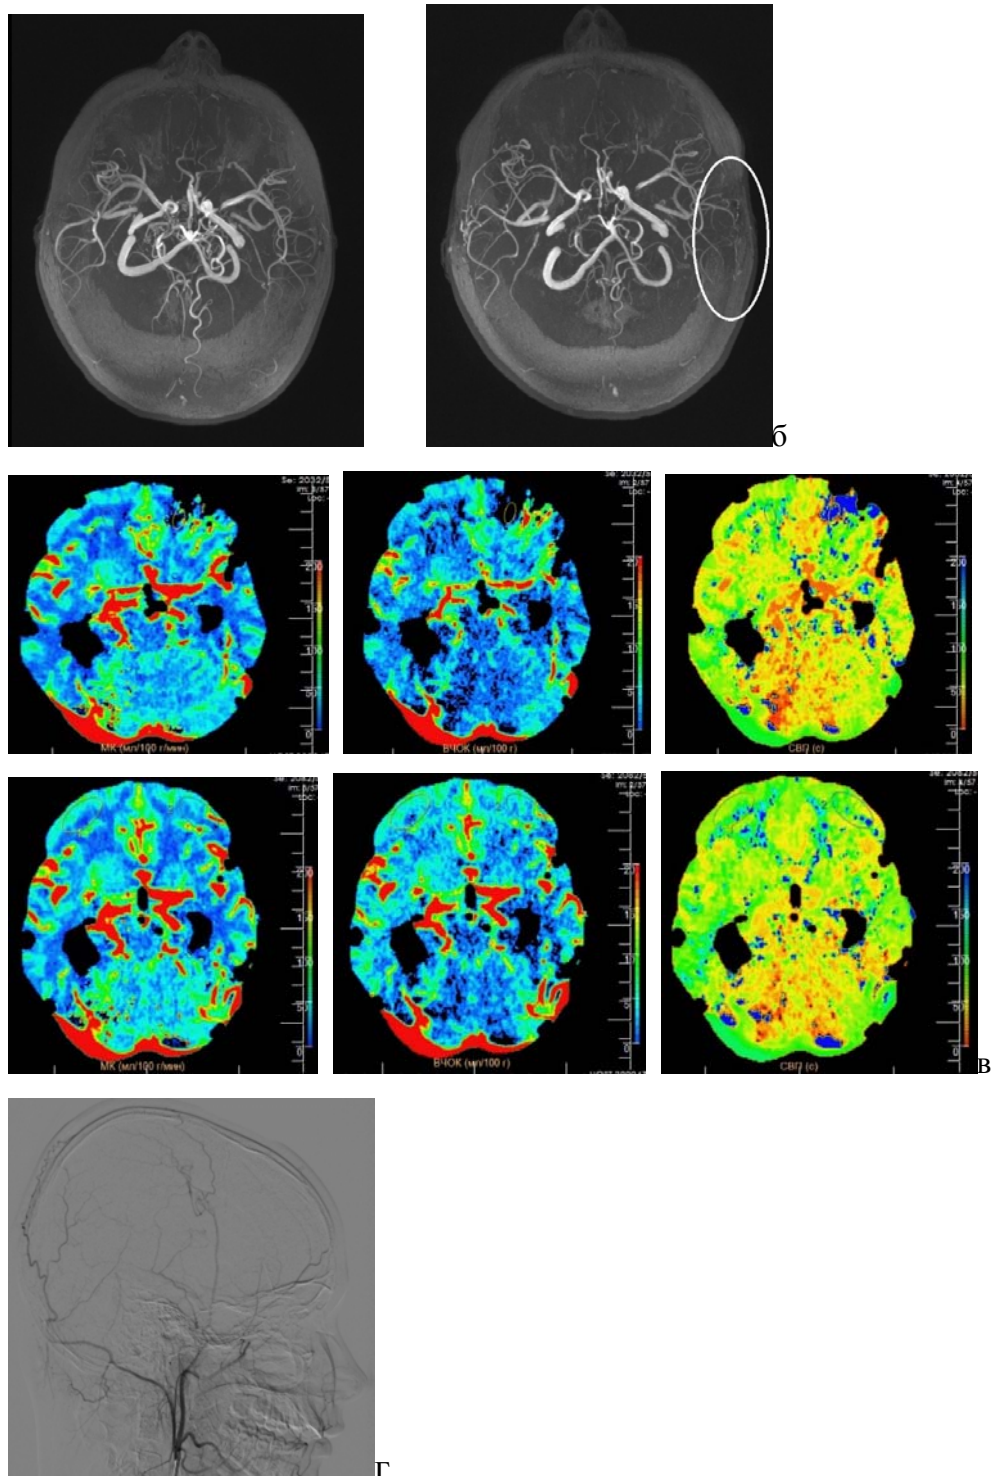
б) МР ангиография: слева перед операцией, справа – после двух этапов, в левом полушарии визуализирован анастомоз, коллатерали не выражены в сравнении с правым полушарием, где проведён ЭАС. в) КТ перфузия головного мозга с диакарбом: верхний ряд – до перорального приёма диамокса, нижний ряд – через 2 часа после. Отмечается неравномерное увеличение мозгового кровотока, внутречерепного объёма крови, сокращение времени прохождения контраста. Кровоток не изменился в височных долях (больше левой), что свидетельствует о снижении цереброваскулярного резерва и требует реваскуляризирующего вмешательства. г) ангиограммы НСА – отмечено заполнение одной корковой ветви через ПВА (Matsushima C).
